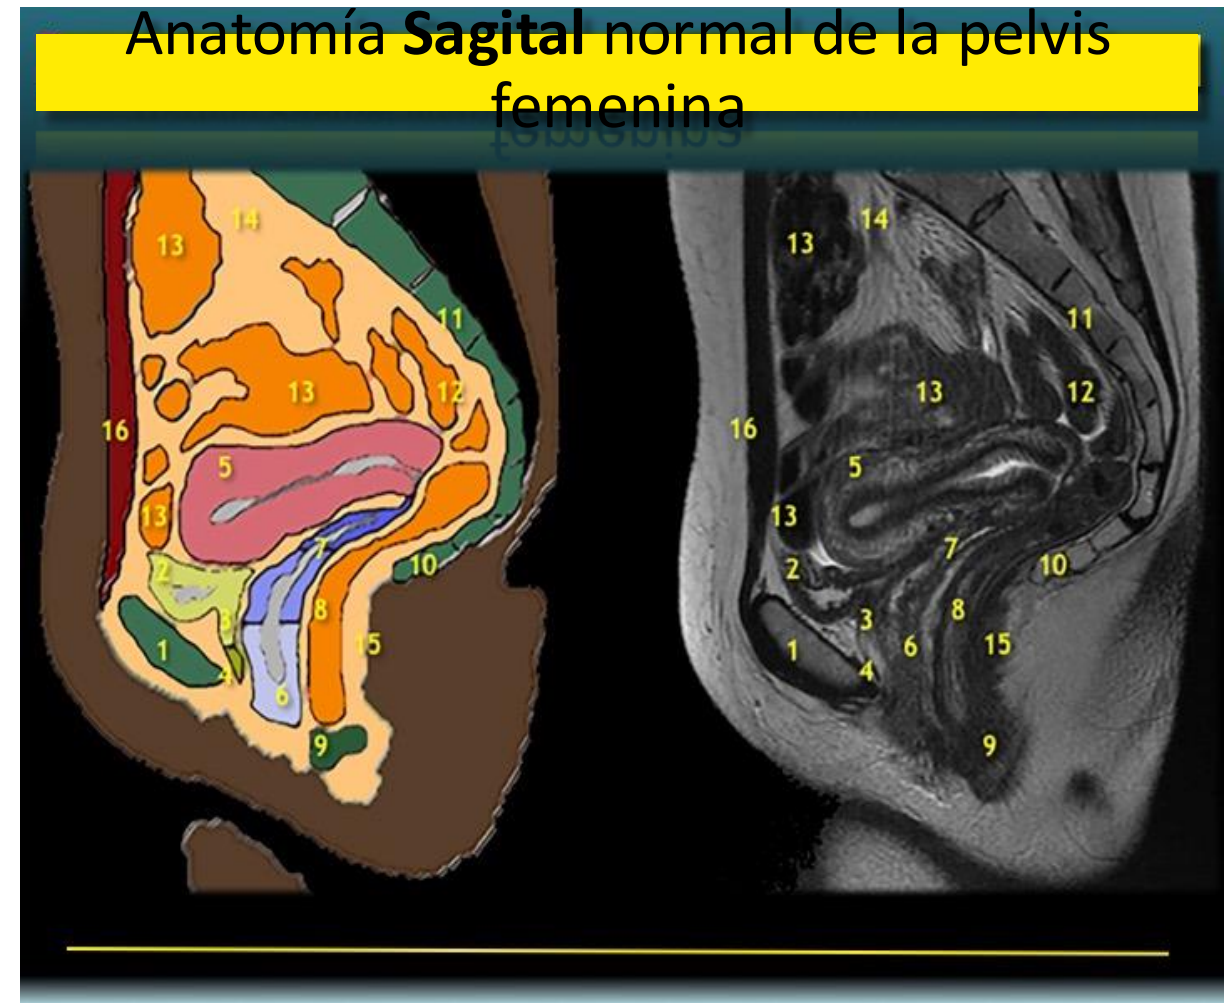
RM T2 sagital: estructuras de la línea media
